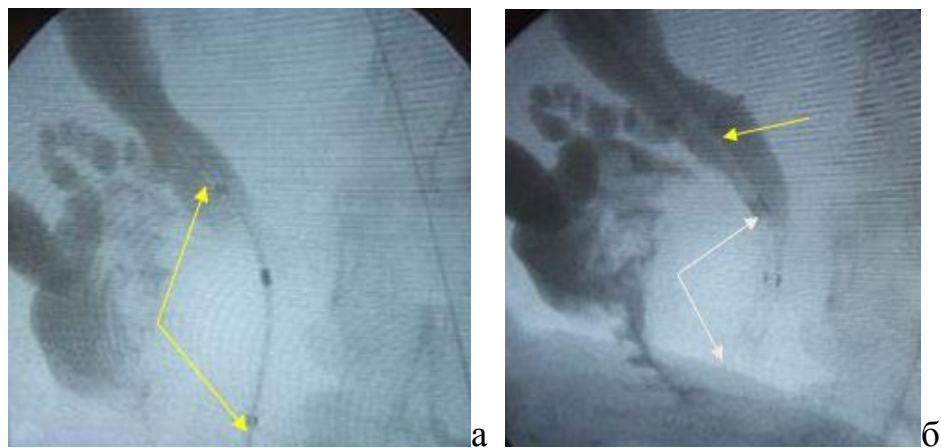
Холангиография: а) доставляющая стент система имеет три рентгеноконтрастные метки расположения границ стента (указана стрелками); б) белые стрелки – дистальный и проксимальный край стента, желтая стрелка – интродьюсер с рентгеноконтрастной меткой на дистальном конце, установлен тотчас же над стентом
